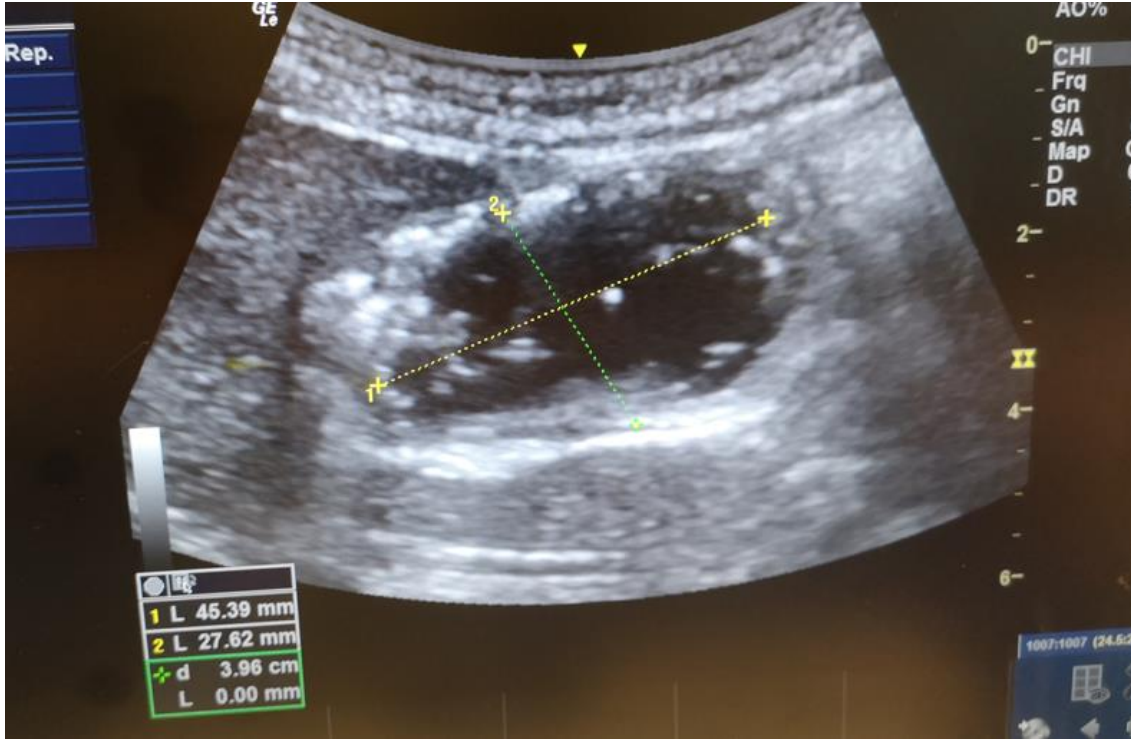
Gastrik USG’de ‘yıldızlı gökyüzü’ görüntüsü
